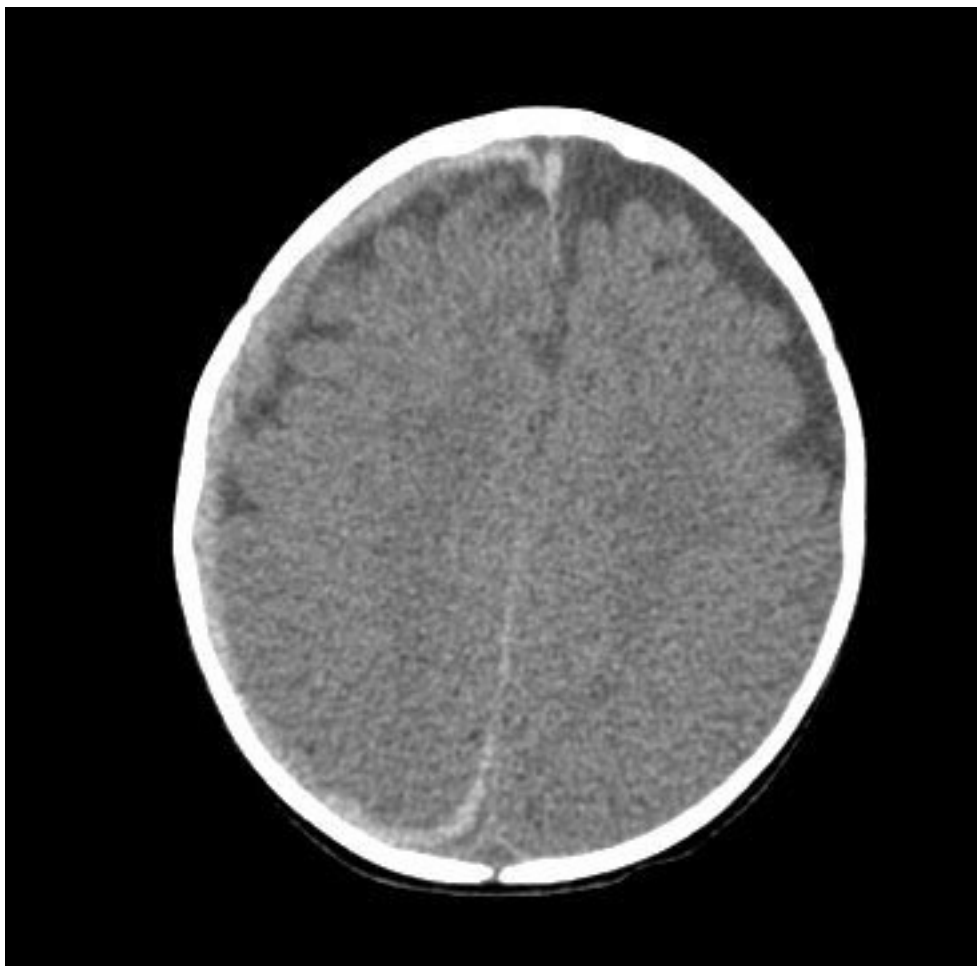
Tomografia computadorizada (TC) revelando hemorragia subdural que se estende sobre a convexidade direita e na região intra-hemisférica, bem como aumento dos espaços do fluido extra-axial
